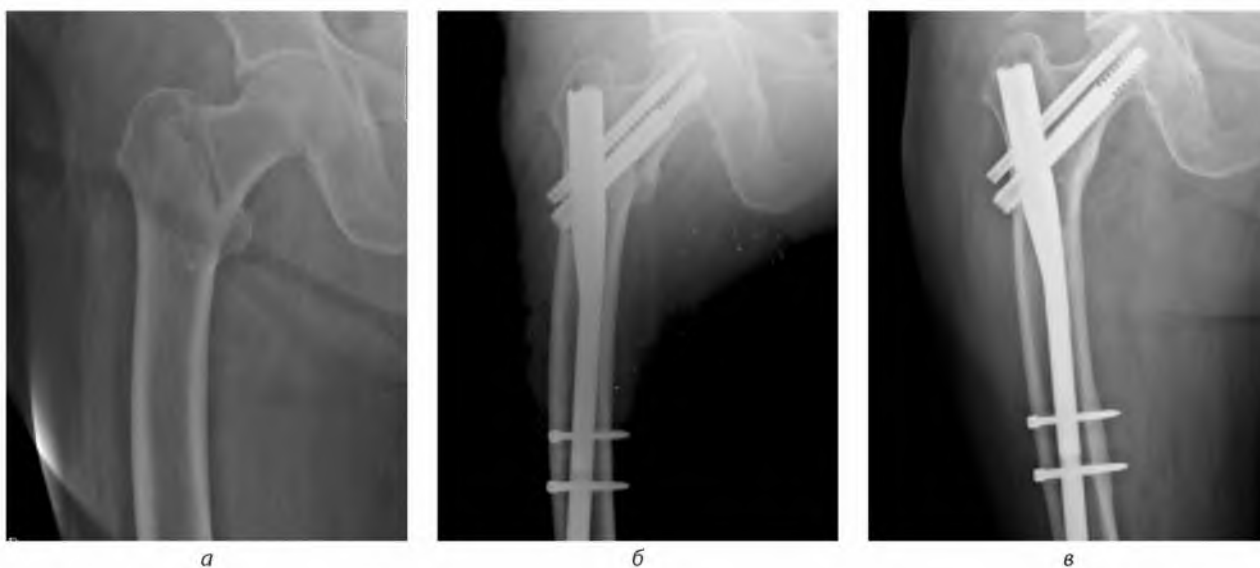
Рентгенограммы проксимальной части бедренной кости больной К.: а – перед операцией, б – сразу после операции; в – через один год после операции
